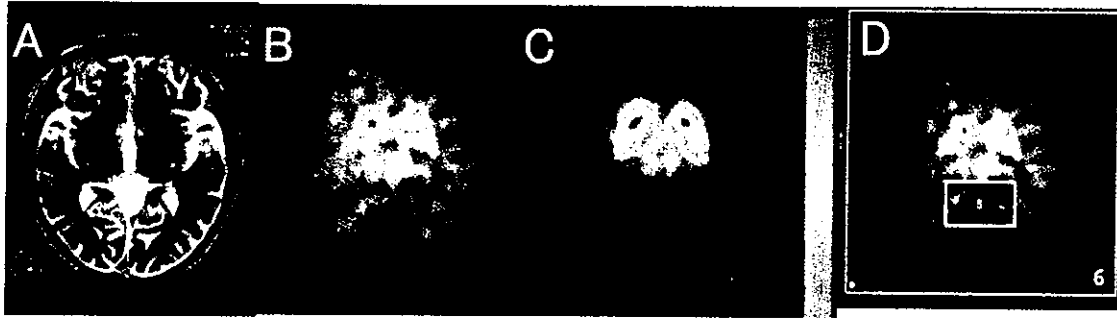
治療が終了した¹²³I-β-CIT SPECT (185 MBq iv.) 所見 (自験例)
